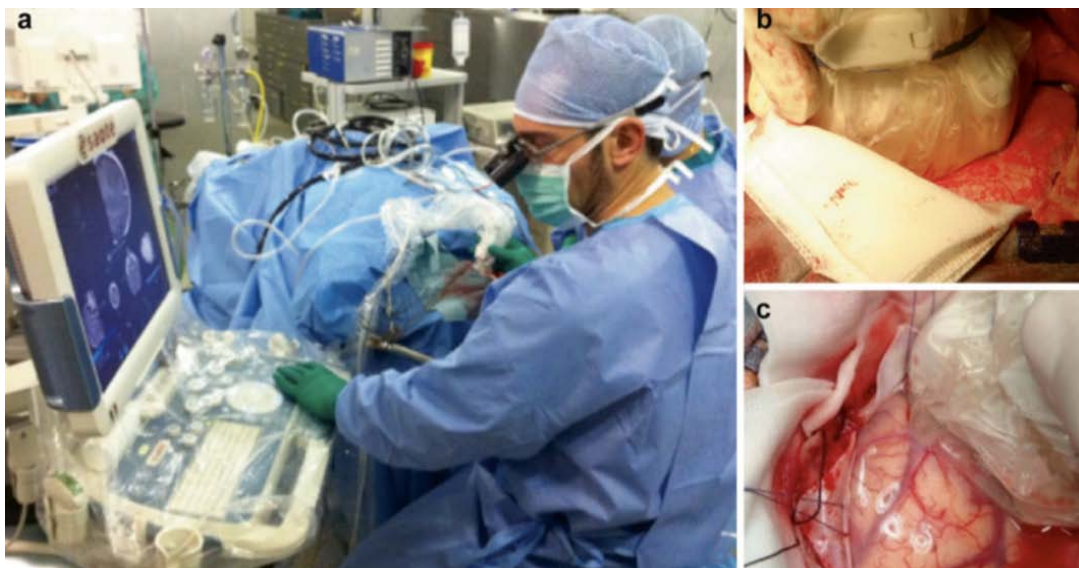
La mise en place peropératoire de l'appareil échographique :
